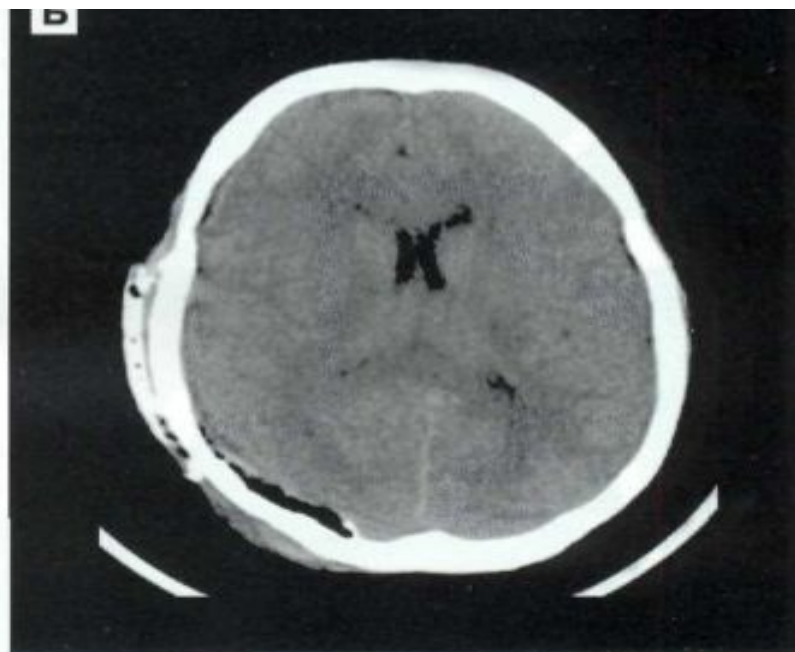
2. КТ динамика острой эпидуральной гематомы в правой теменно-затылочной области у пострадавшей 37 лет. А — до операции. Б — на следующий день после костно-пластической трепанации и удаления гематомы. В — спустя 1,5 мес после операции. Нормализация КТ картины. Клиническое выздоровление.
